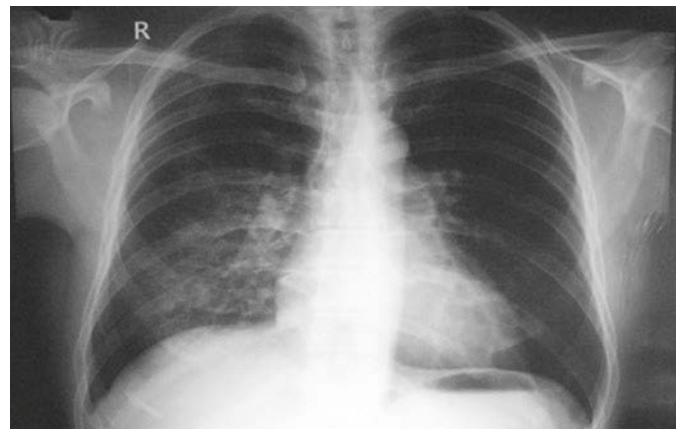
2 Die Thorax-Röntgenaufnahme eines Patienten mit HAPE zeigt eine Verschattung im Mittel- und Unterfeld rechts analog einer pneumonischen Verdichtung. Nach Abstieg und Sauerstoffgabe verschwand die Verschattung binnen 2 Tagen.
